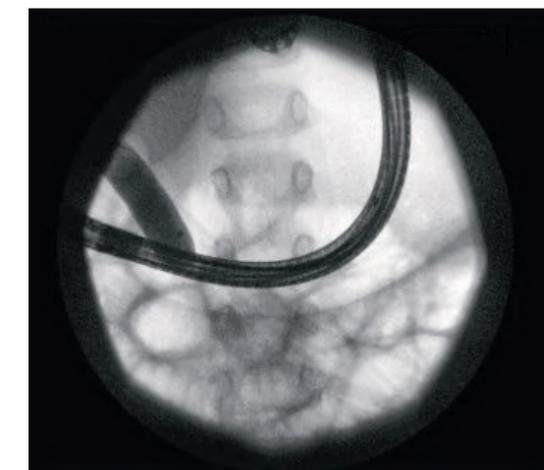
Рентгеноскопическое изображение, показывающее баллонную дилатацию на уровне стеноза
